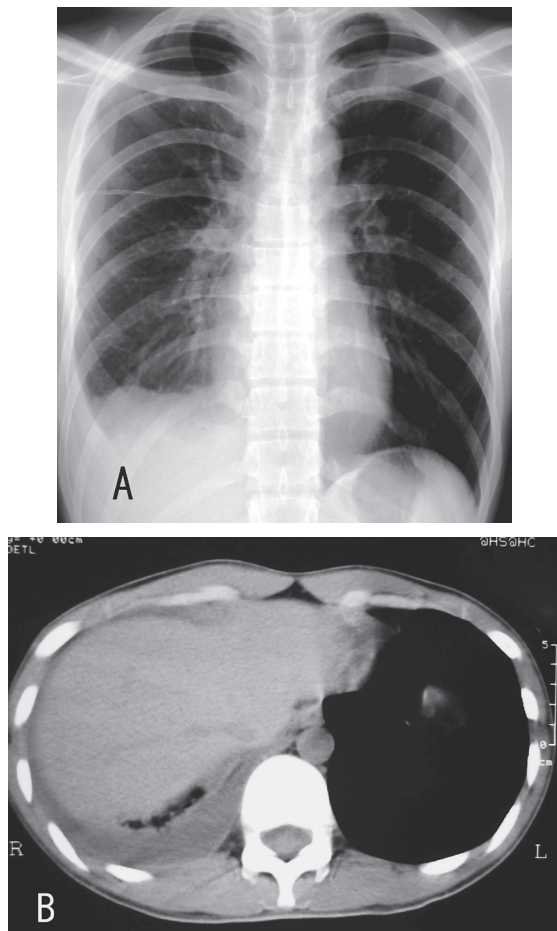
Chest X-ray (A) and CT scan (B) in Feb. 2006 showed pleural effusion.
